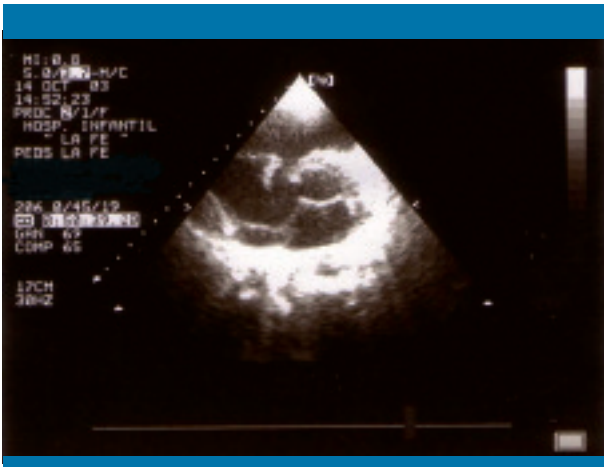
Plano parasternal modificado para la visualización de vegetación tricuspídea
